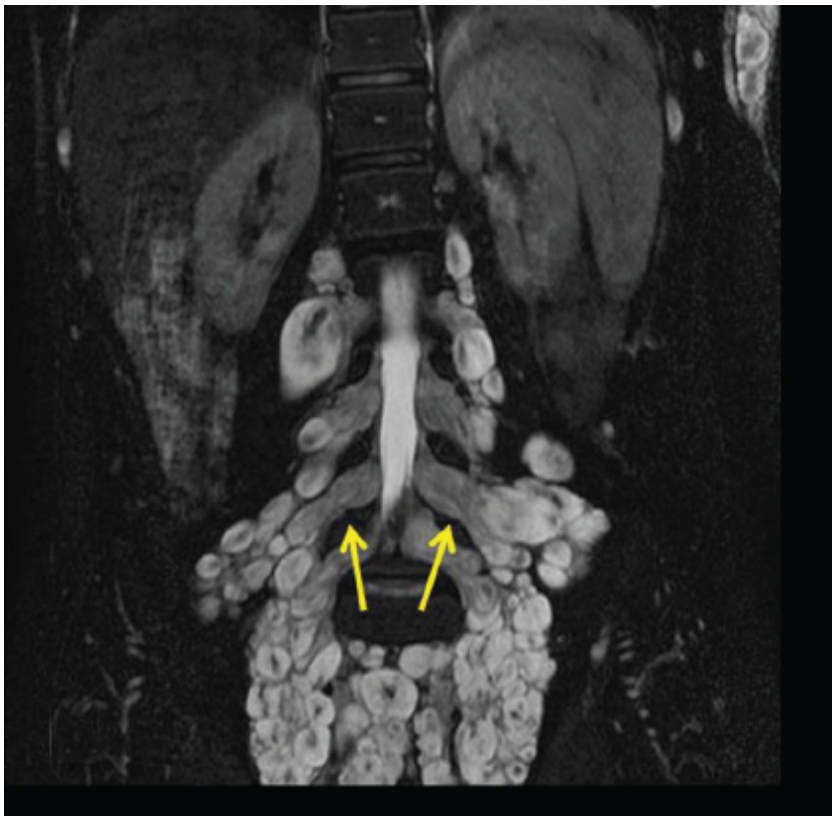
Neurofibromatose tipo 1. RM de coluna lombossacra. Neurofibromas envolvendo as raízes nervosas lombares e sacrais, alargando os forantes intervertebrais (*setas*) e formando massa pré-sacral (*ponta de seta*).
